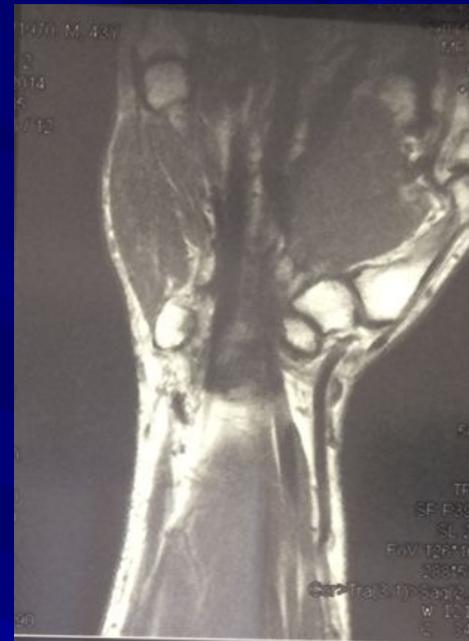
МРТ исследование области карпального канала и кисти больной М, 32 лет, в отдаленном периоде после операции
